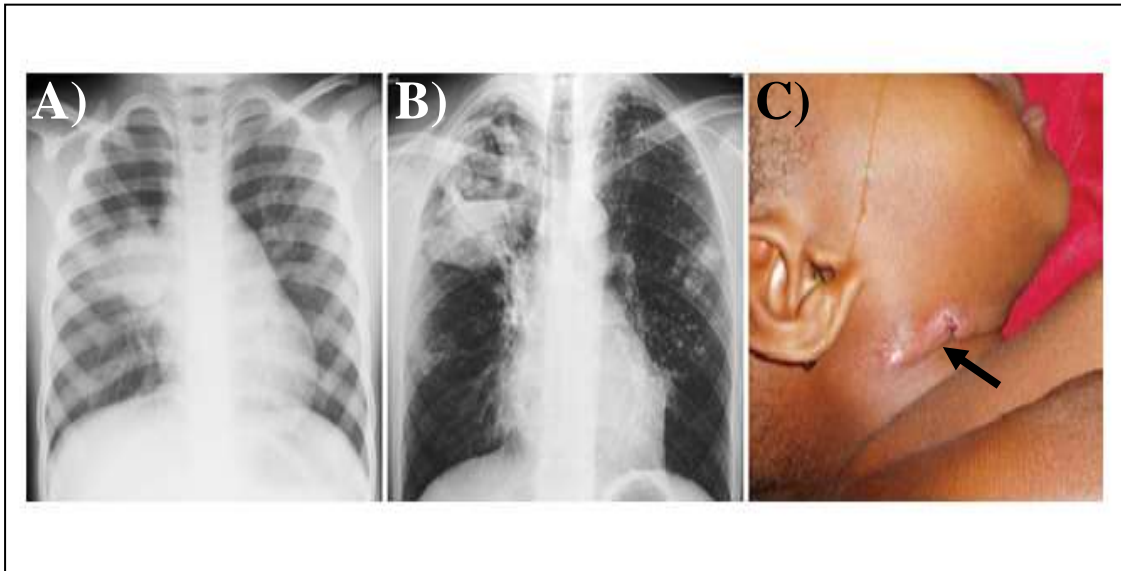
Manifestaciones clínicas de Tuberculosis. A) radiografía torácica mostrando nódulo linfático con infiltración en el pulmón derecho en un niño con tuberculosis primaria. B) Radiografía torácica mostrando infiltrado en el lóbulo superior derecho y una cavidad con nivel de fluido de aire en un paciente con tuberculosis activa. C) Linfadenitis tuberculosa afectando los nódulos linfáticos cervicales. Adaptado de Harrison's principles of Internal Medicine, 2015..
